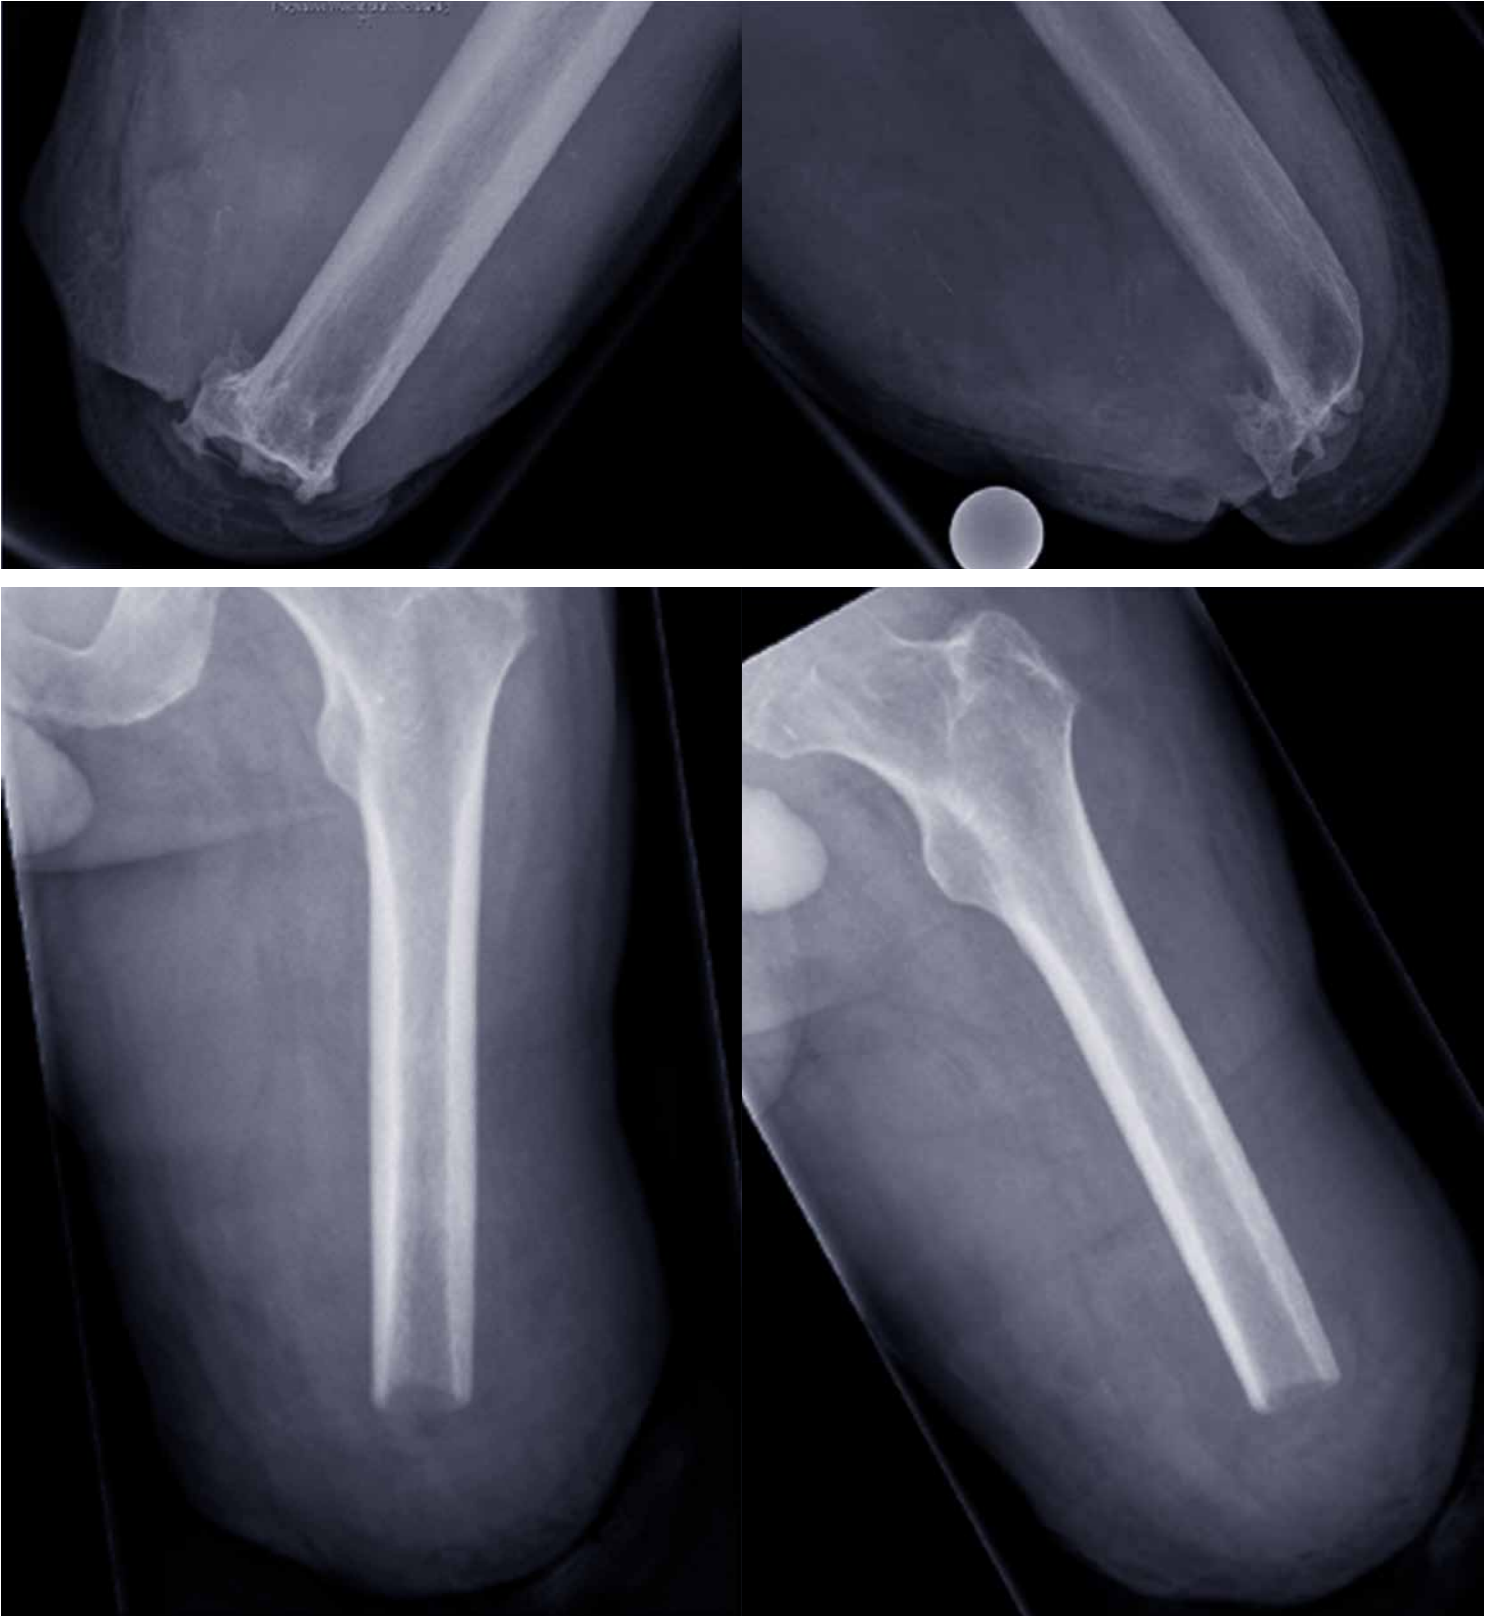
The two upper x-rays show an exostosis of the femoral stump which caused pain. There is no adequate soft tissue coverage. The lower two x-rays demonstrate the status after revision surgery with resection of the exostosis and myoplasty. After revision the patient was capable of wearing his prosthesis again.
